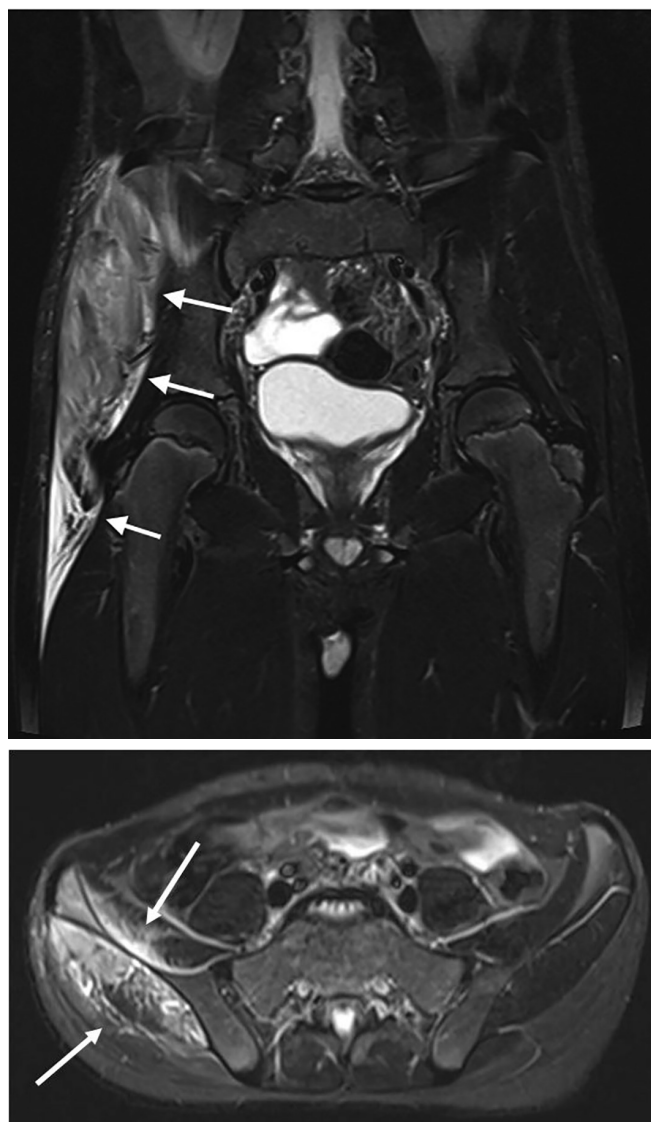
RM all'esordio che mostra l'interessamento infiammatorio del muscolo medio gluteo e dell'ala iliaca destra.
